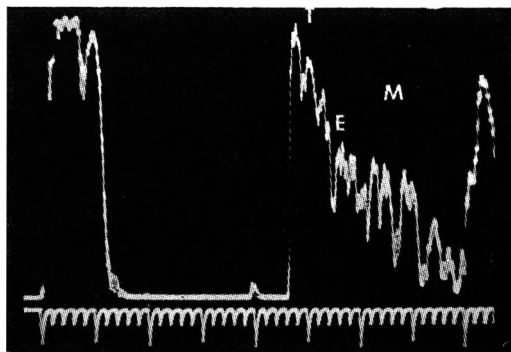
Ecografia A através de uma área do tumor (T) onde o eco escleral (E) é bastante fraco ou ausente e contínuo com a extensão extraocular maciça (M).
